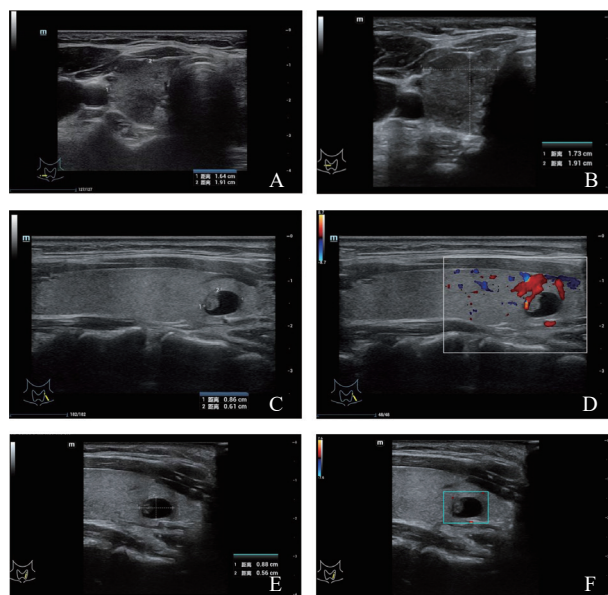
人工扫查与机器人扫查的超声灰阶图和彩色多普勒血流图
